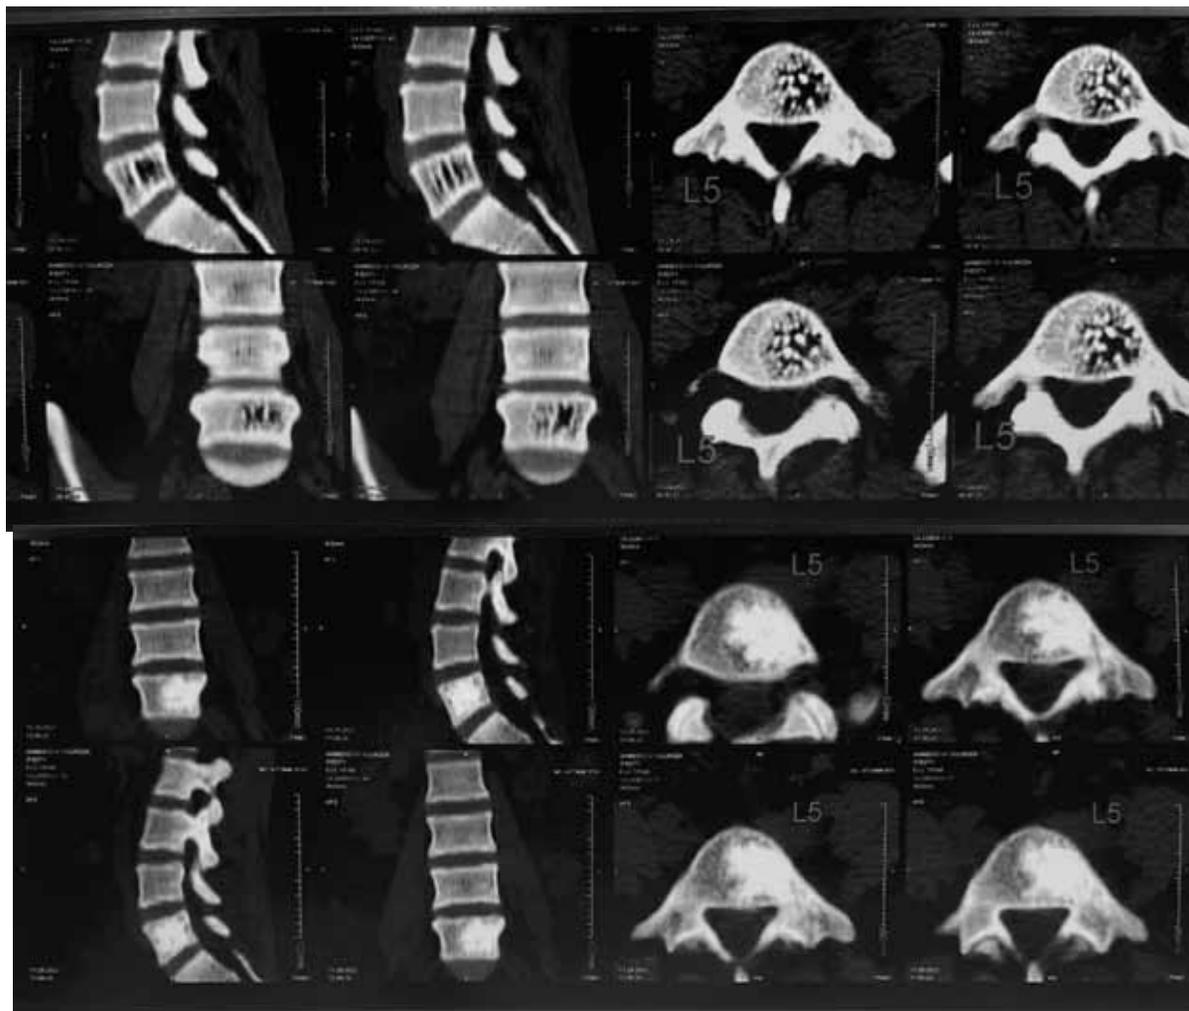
Больной М., 33 года. Гемангиома тела VL5-позвонка. Субтотальное поражение. А — МСКТ до операции. Б — МСКТ после операции
